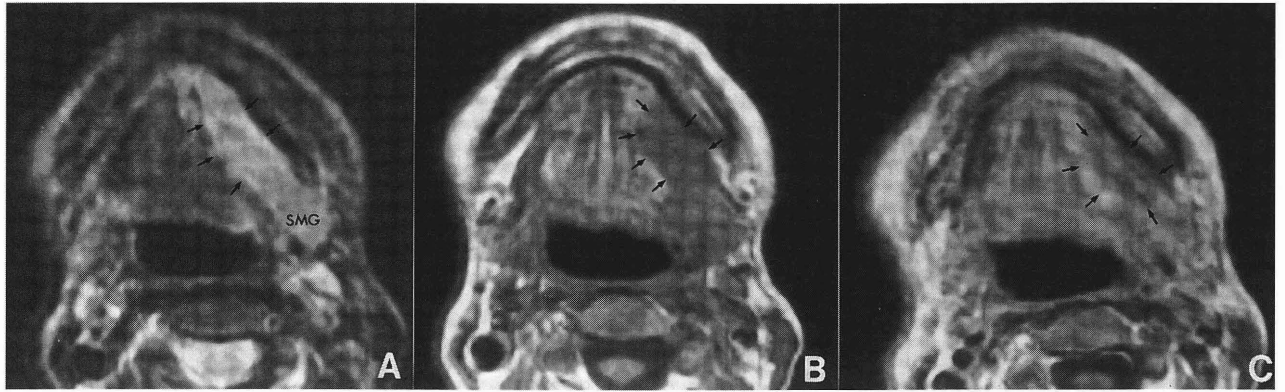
MRI A: T2強調画像, B: T1強調画像, C: 造影 T1強調画像
